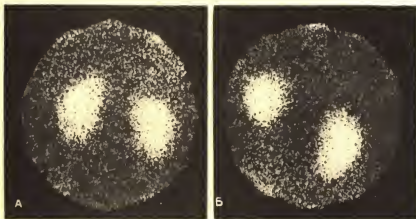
Сцинтиграмма больного правосторонним нефроптозом.
